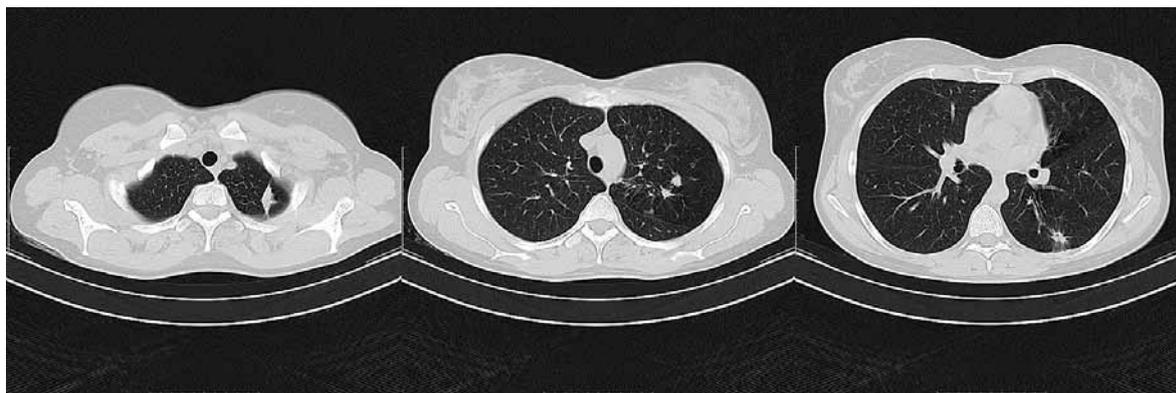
КТ органов грудной клетки больной А. от 01.04.2019 г. Пояснения – в тексте
